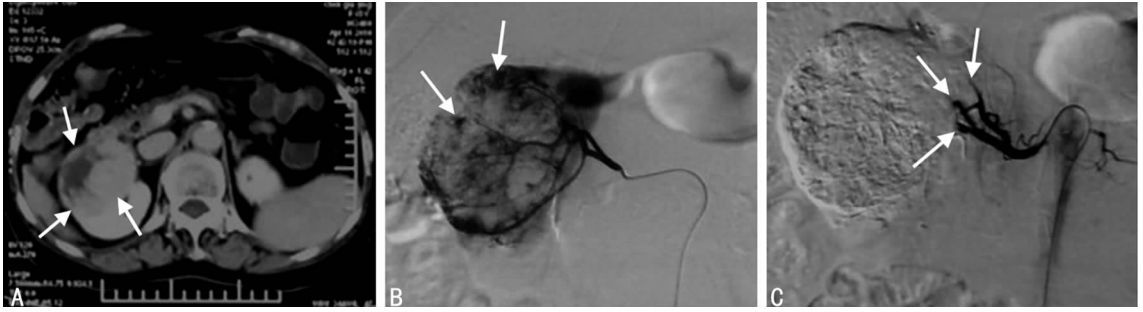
A:CT 增强示右肾中上部不规则肿块(白箭);B:右肾肿瘤染色(白箭);C:肾动脉各分支呈残根状改变(白箭)。
